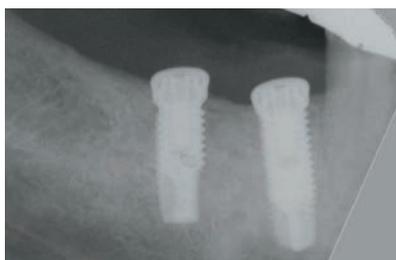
Radiographie en post-opératoire immédiat.
